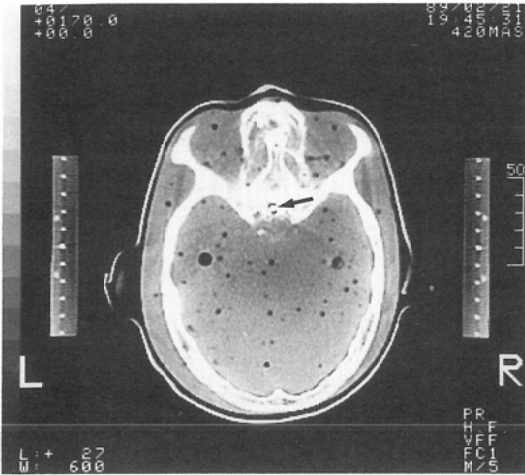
CT localisation of the target (phantom). At the site of the pituitary, small metal (\uparrow) is inserted for a mark. On both side, gauge of the stereotactic apparatus is seen.
